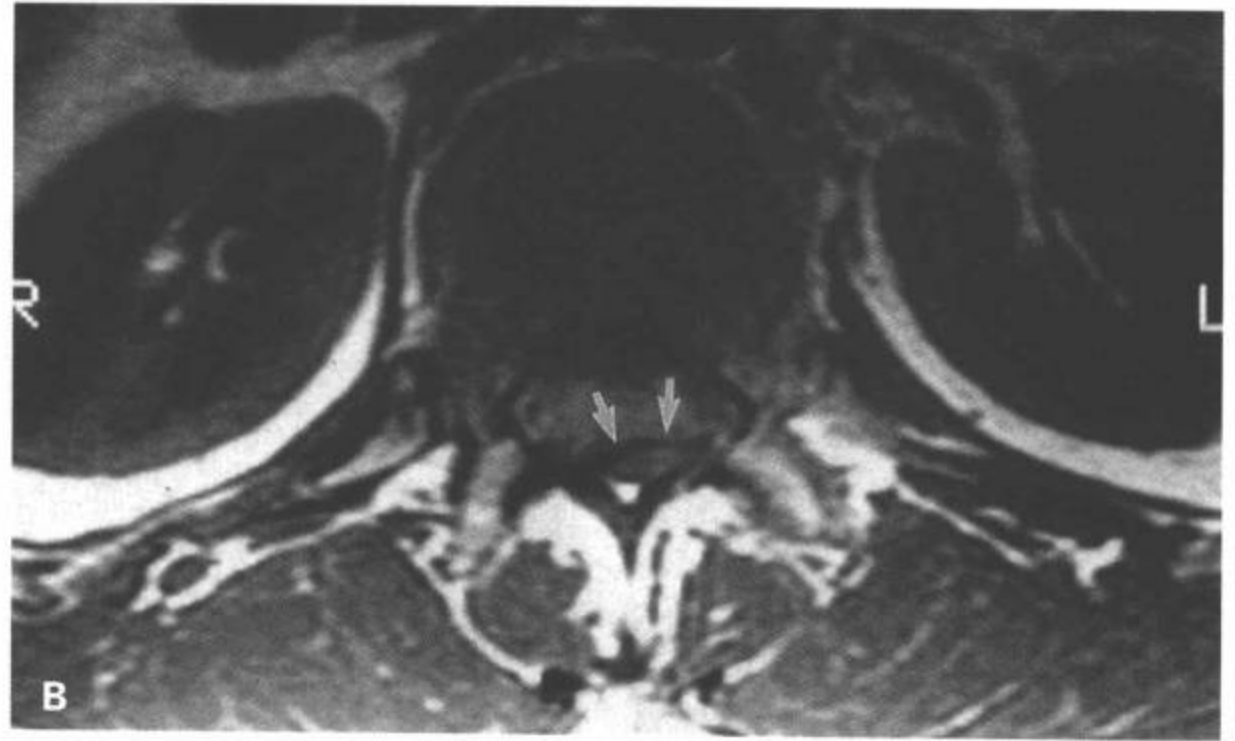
巨大的硬膜外血肿。A: 矢状面FSE中间加权图像。T12椎体骨折导致脊柱后凸畸形。T12水平前纵韧带断裂。硬膜外前间隙可见巨大的高信号积液，向尾侧延伸到接近L3水平(星号)。硬膜囊明显受压。B: 横断面T1加权图像。硬膜外出血向后压迫硬膜囊，导致脊髓圆锥严重受压(箭)。(From: Flanders AE, Croul SE. Spinal trauma. In: Atlas SW. Magnetic Resonance Imaging of Brain and Spine.3<sup>rd</sup> ed. Philadelphia:Lippincott Williams & Wilkins;2002:1785, with permission.)
